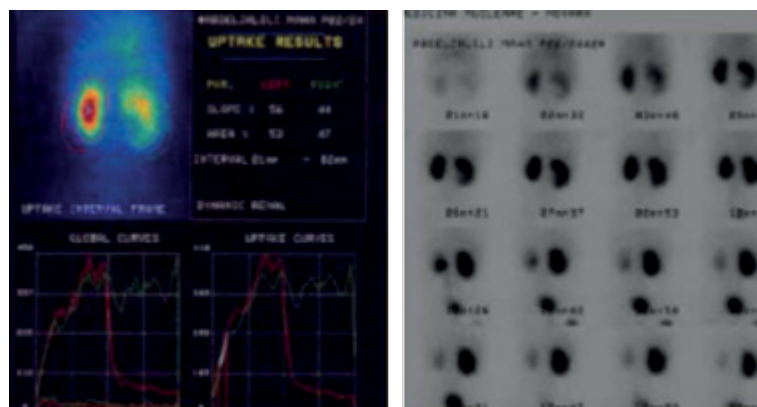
Immagine di scintigrafia dinamica che evidenzia quadro ostruttivo
